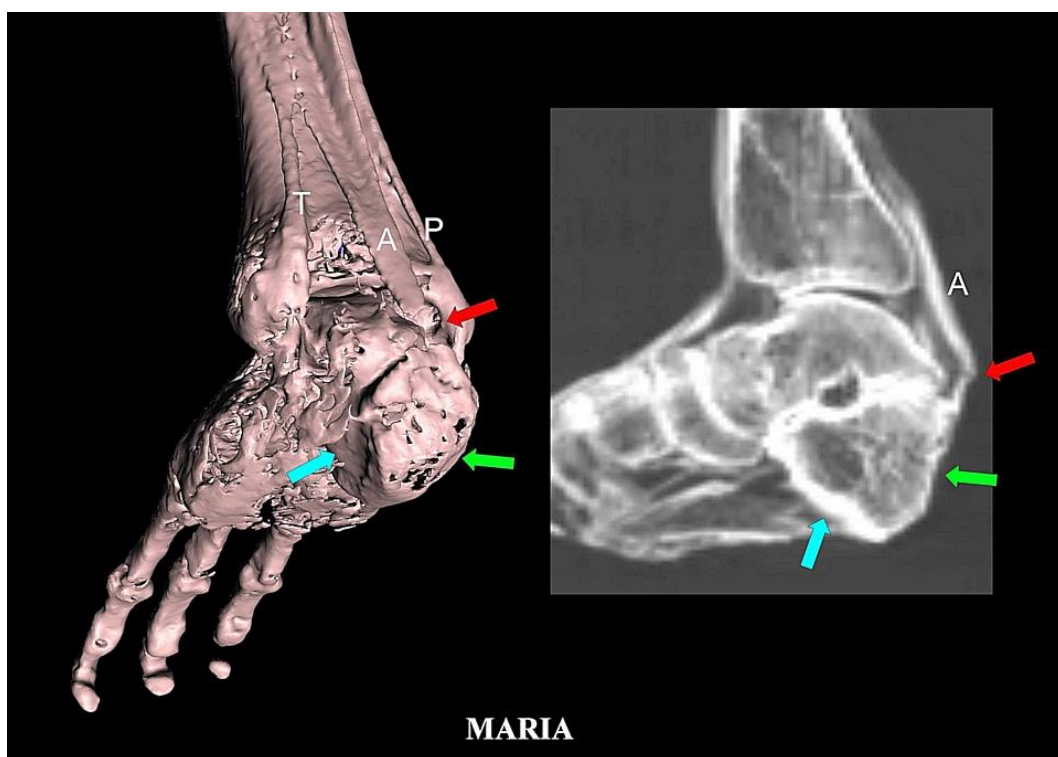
TC 3D (izquierda) y corte sagital de TC 2D (derecha) del talón derecho que muestran la parte posterior truncada del calcáneo (flechas verdes), incluyendo la zona de inserción del tendón de Aquiles (flechas rojas). Nótese el recrecimiento óseo en el extremo cortado del calcáneo con corteza delgada (flechas verdes) en comparación con la corteza normal gruesa (flecha azul).
